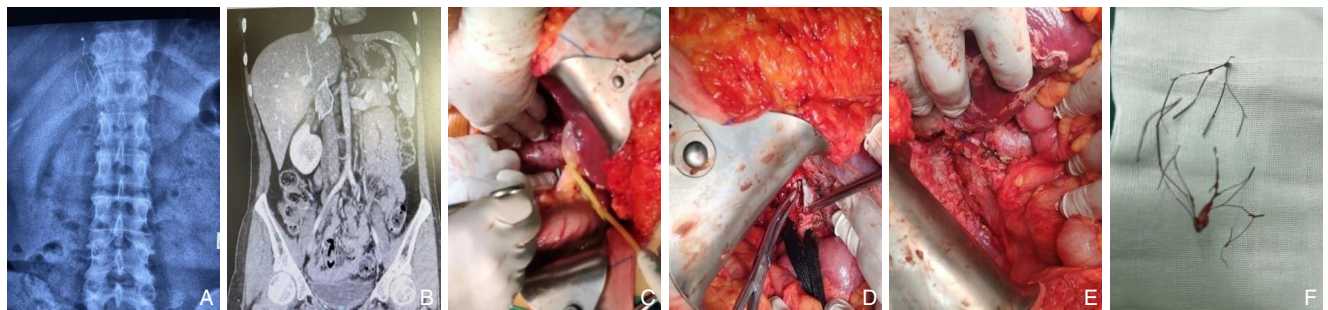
术中图片3 A: 腹部平片提示肝后下腔静脉纺锤形滤器；B: CT提示肝后下腔静脉纺锤形滤器；C: 阻断第二肝门；D: 切开下腔静脉取出滤器；E: 缝合下腔静脉壁；F: 取出的纺锤形滤器
